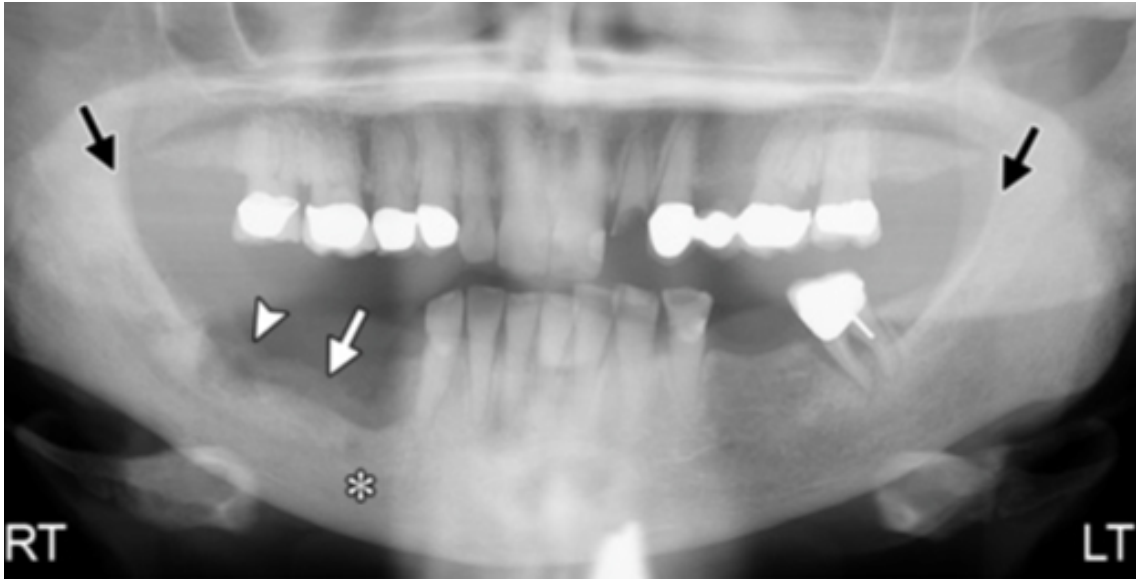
A radiografia panorâmica digital (OPG) mostra reação do osso alveolar na área correspondente ao alvéolo de dentes previamente extraídos (cabeça de seta e seta branca), bem como redução da cortical óssea no lado direito em comparação ao lado esquerdo (setas pretas). Fonte: Aldhalaan et al.,2020.
